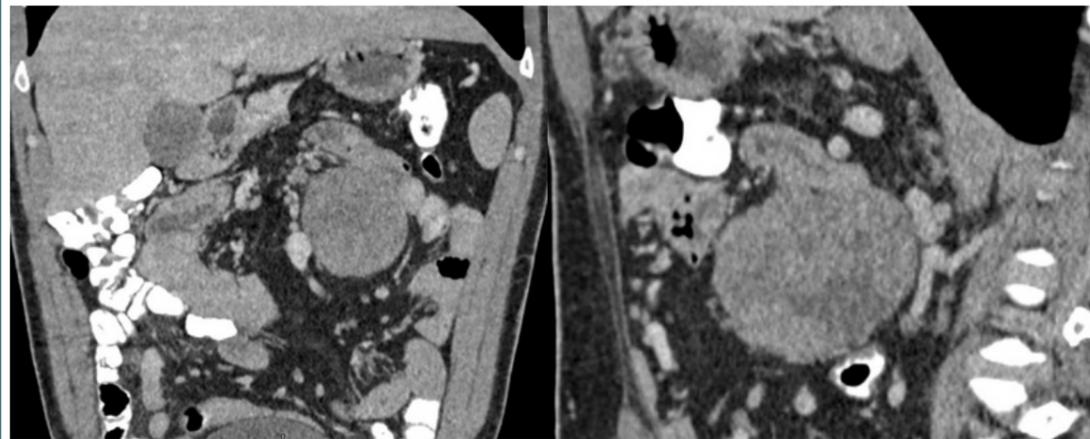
TC de abdomen en fase porta, proyecciones en coronal y sagital.
